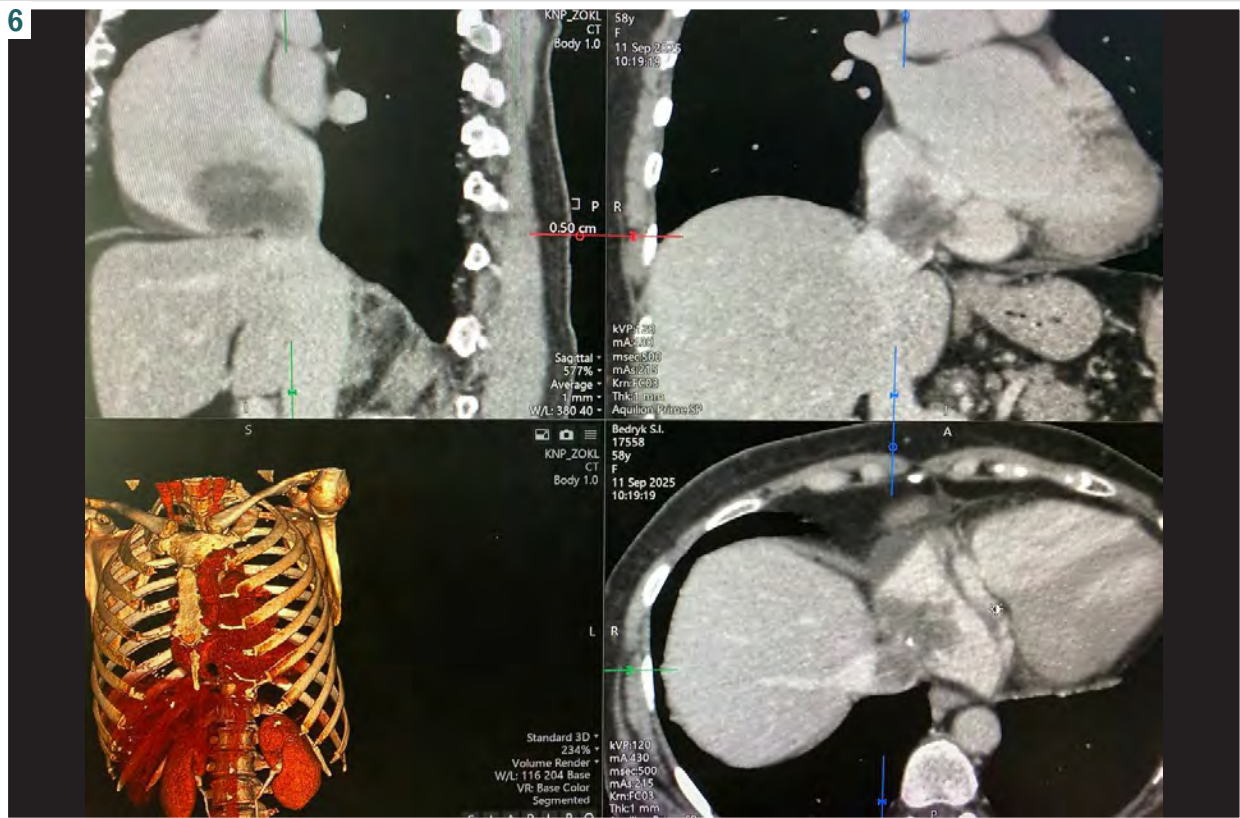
КТ із внутрішньовенним контрастуванням. Виявлено велику, чітко окреслену овальну гіподенсну масу в ПП.
